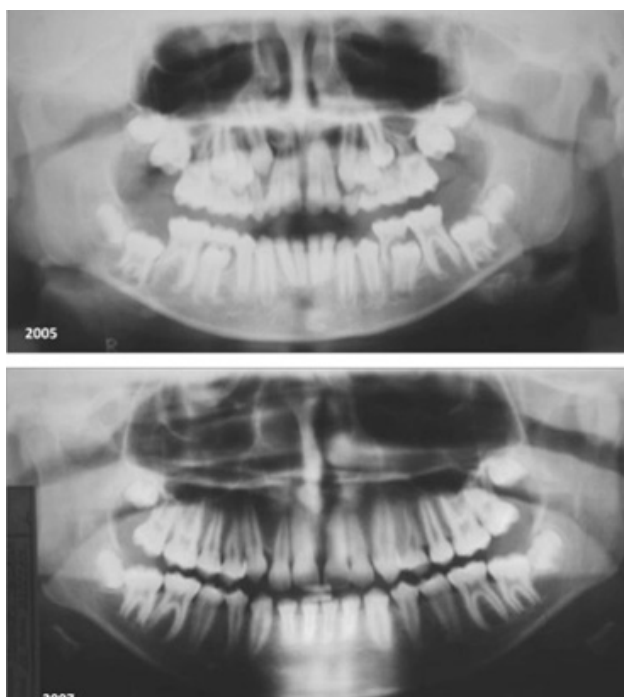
Caso 1: Radiografía panorámica inicial en la que se observa fractura del cuello del cóndilo derecho alta. Radiografía a los dos años de seguimiento con anatomía.
